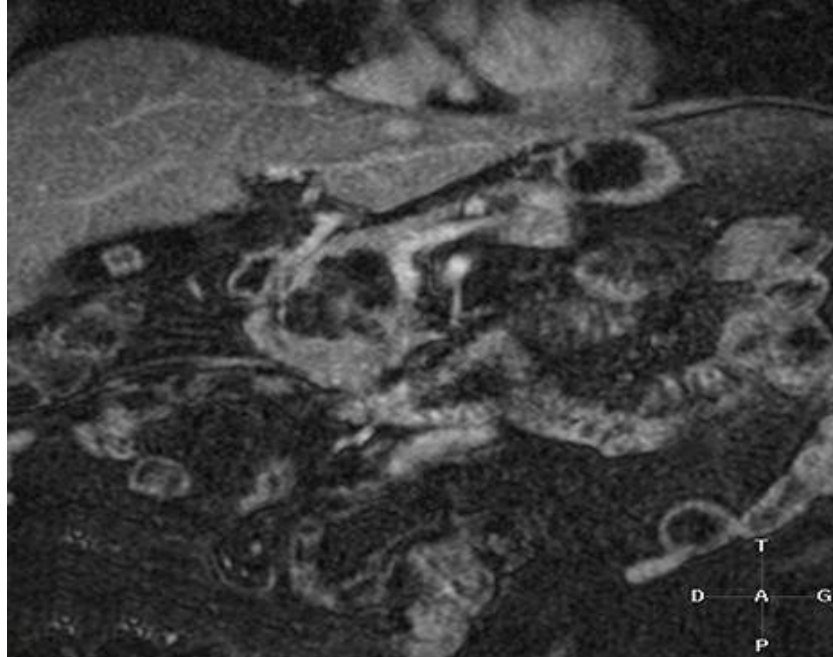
TDM abdominale montrant un CS prenant une forme multi-kystique avec multitude de logettes infra centimétriques.
